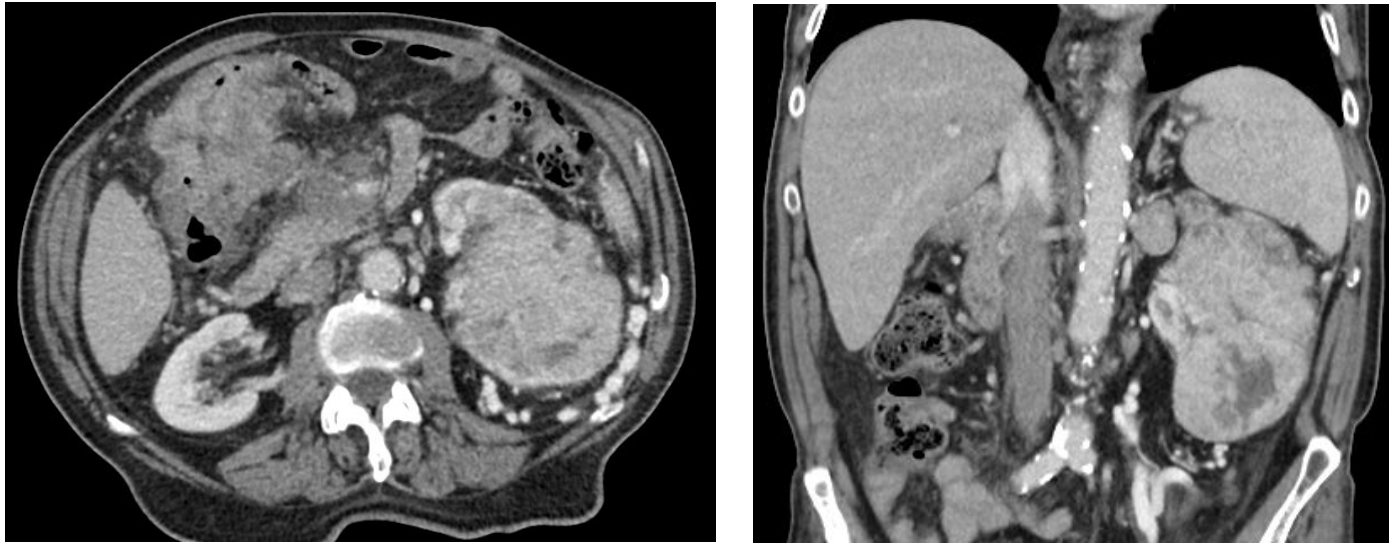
Corte axial y coronal de TC de abdomen en fase portal que muestra masa sólida con márgenes lobulados con realce heterogéneo que ocupa la práctica totalidad del RI, abundantes colaterales y nódulos con realce en la grasa perirrenal, además de una neoplasia de colon sincrónica.
